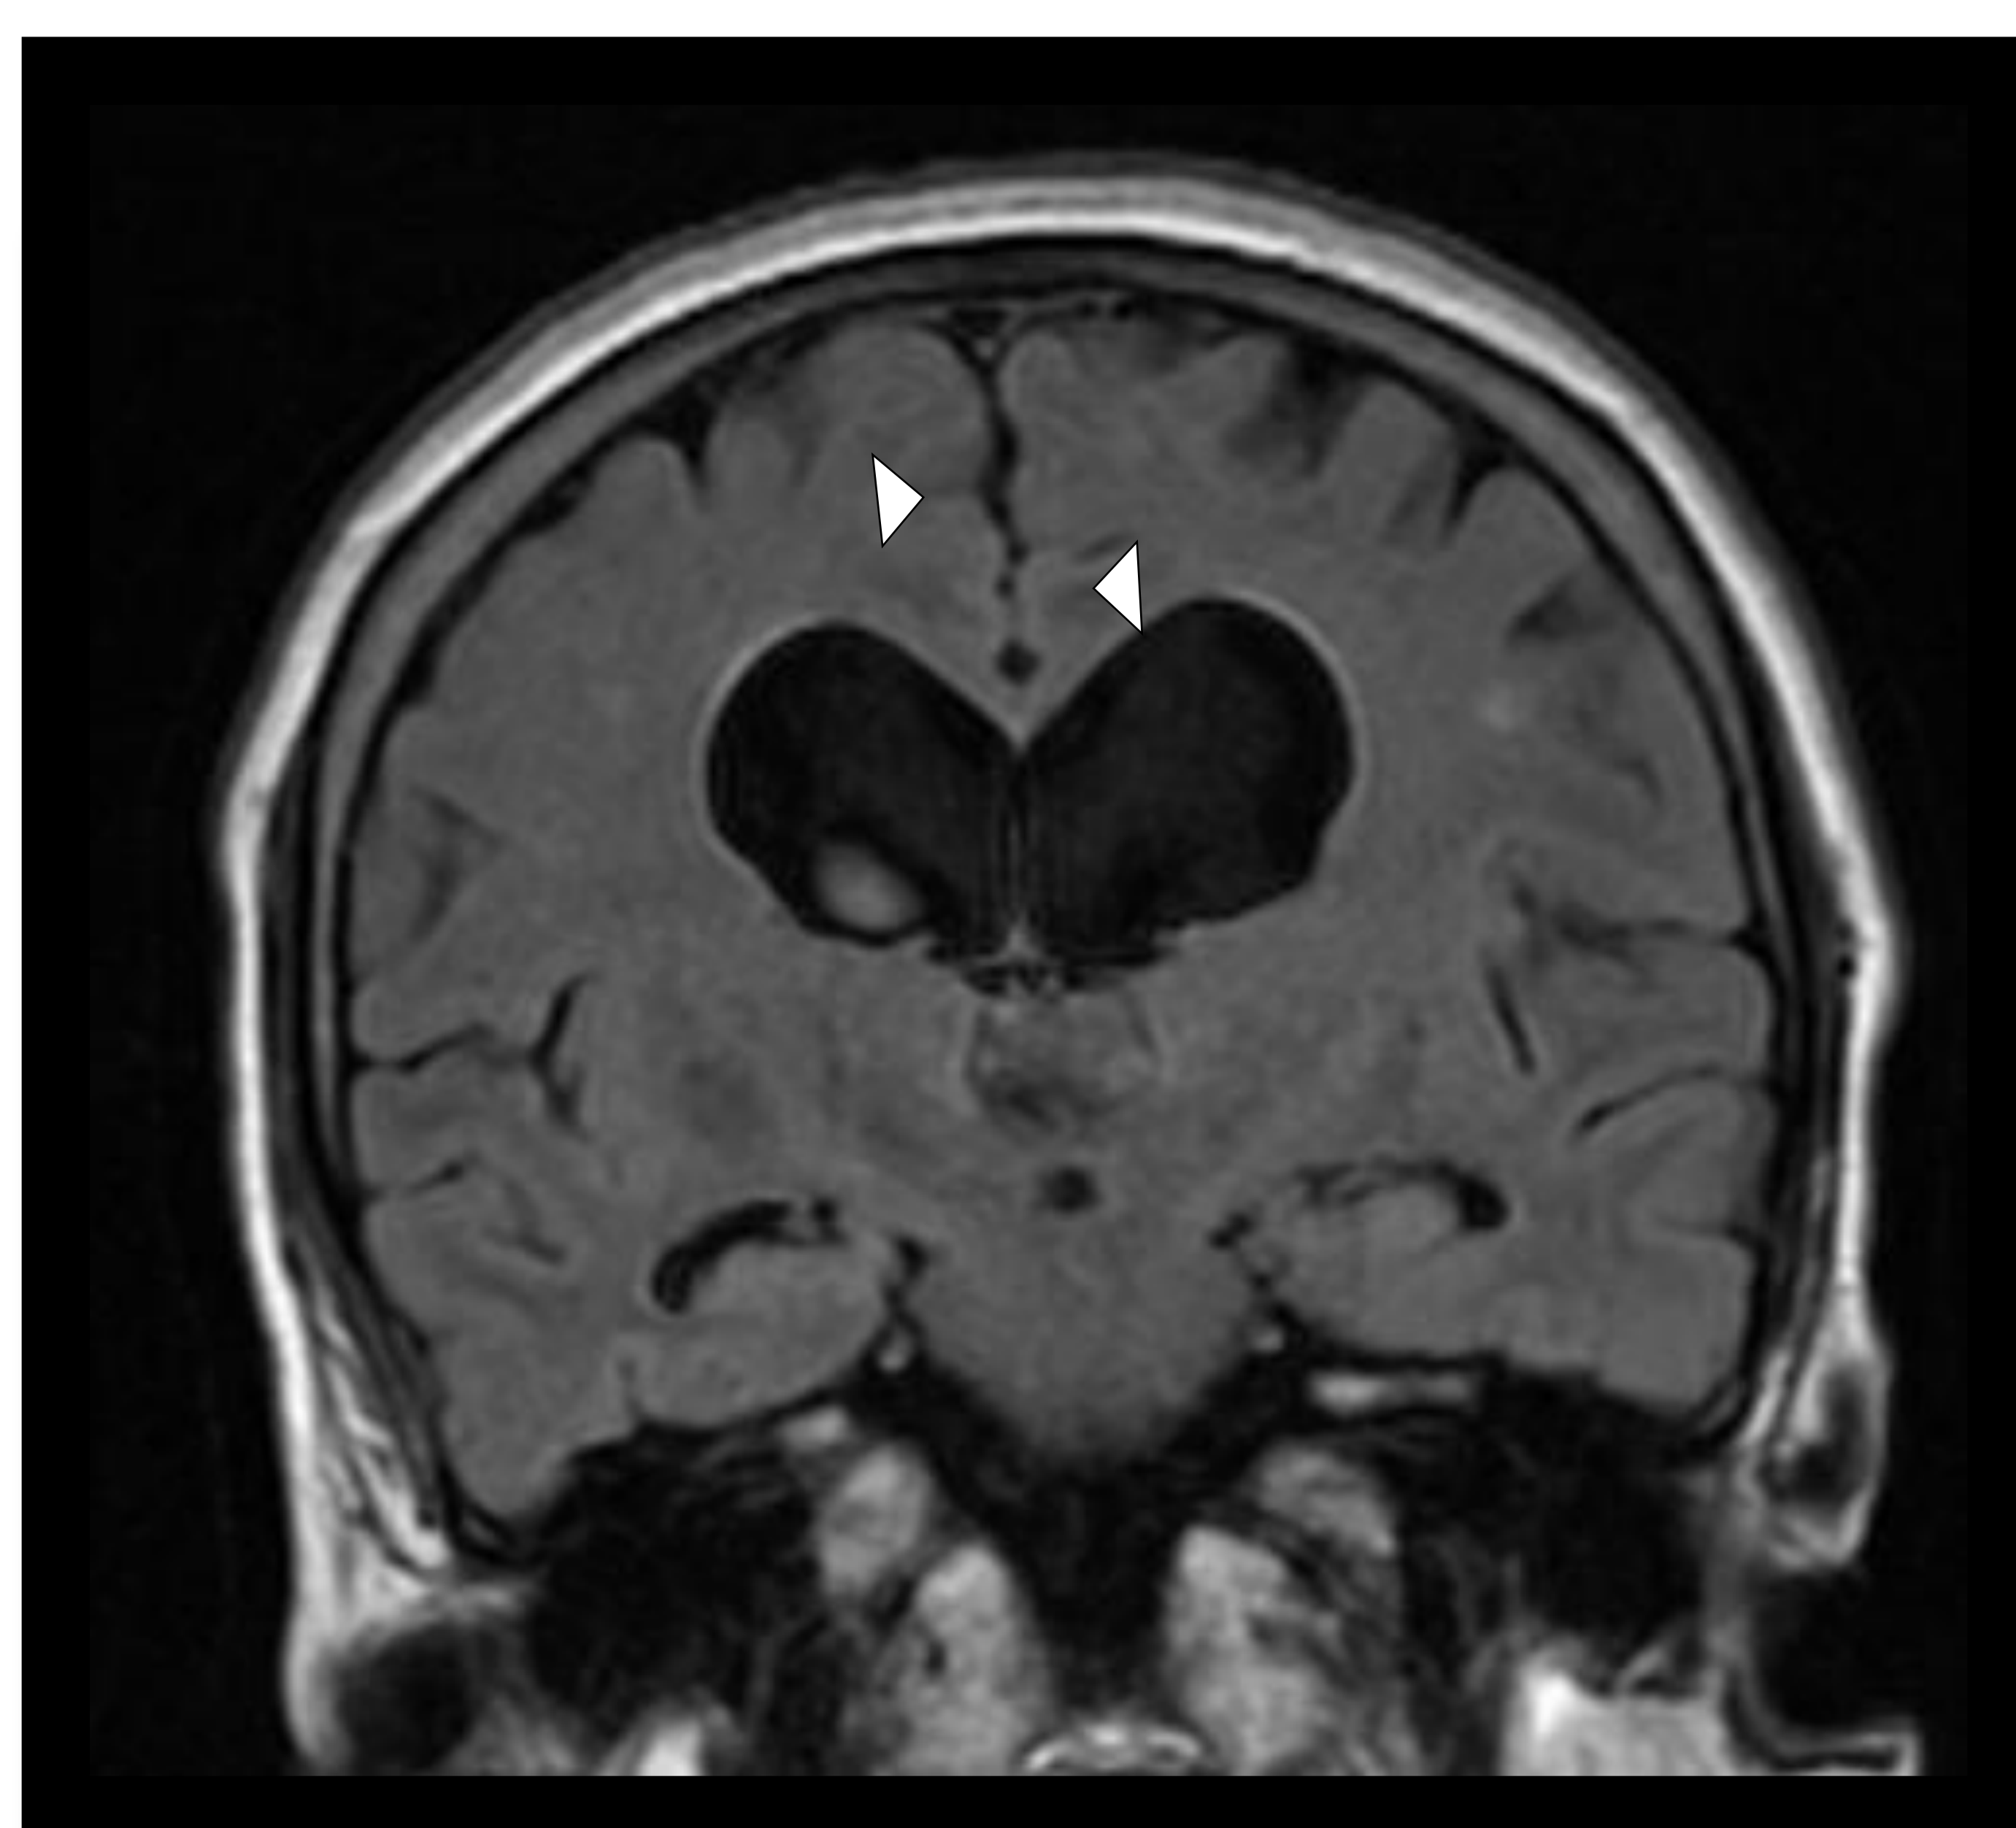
RM cerebral potenciada en T1 en plano coronal objetivando un aplanamiento de las circunvoluciones y desaparición de surcos en la convexidad cerebral (cabezas de flecha blanca).
